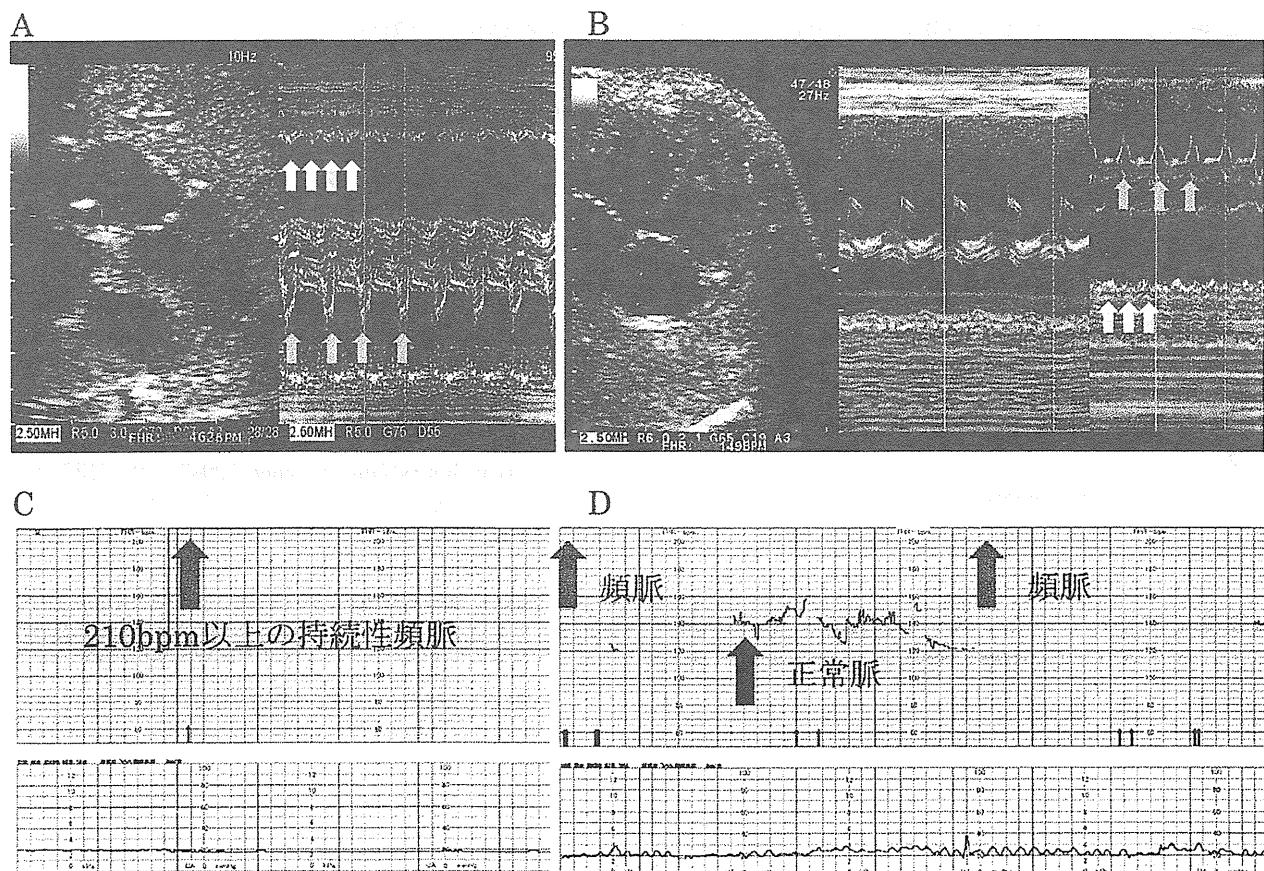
治療開始前後の胎児心エコーと胎児心拍モニタリング
